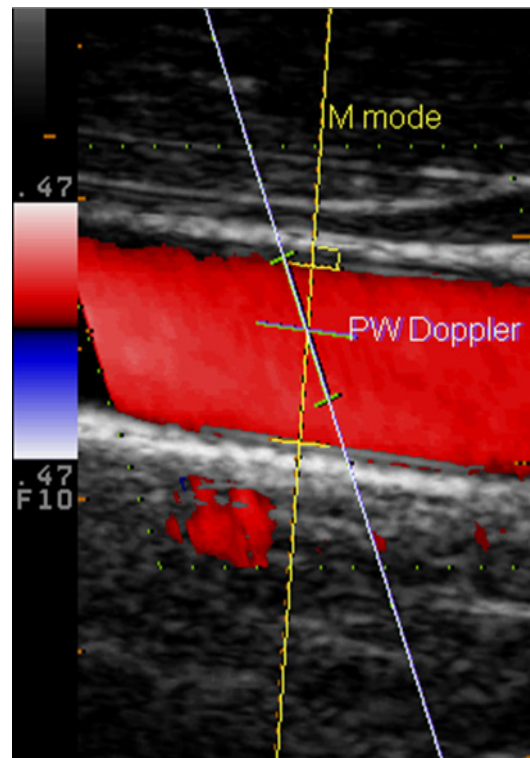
Darstellung der gleichzeitigen Messung von Blutflussgeschwindigkeit und Durchmesseränderung in der rechten Arteria carotis mittels Ultraschall im B-Mode im Längsschnitt. Der senkrecht auf der Gefäßwand stehende Dopplerstrahl (gelb) misst die Durchmesseränderungen mittels Echo-Tracking Methode. Die Messung der Blutflussgeschwindigkeit wurde mit einem Farbdopplerstrahl (weiß) durchgeführt, der in einem bestimmten Winkel zur Blutflussrichtung ausgerichtet ist. Die beiden Dopplerstrahlen sind unabhängig voneinander steuerbar.
